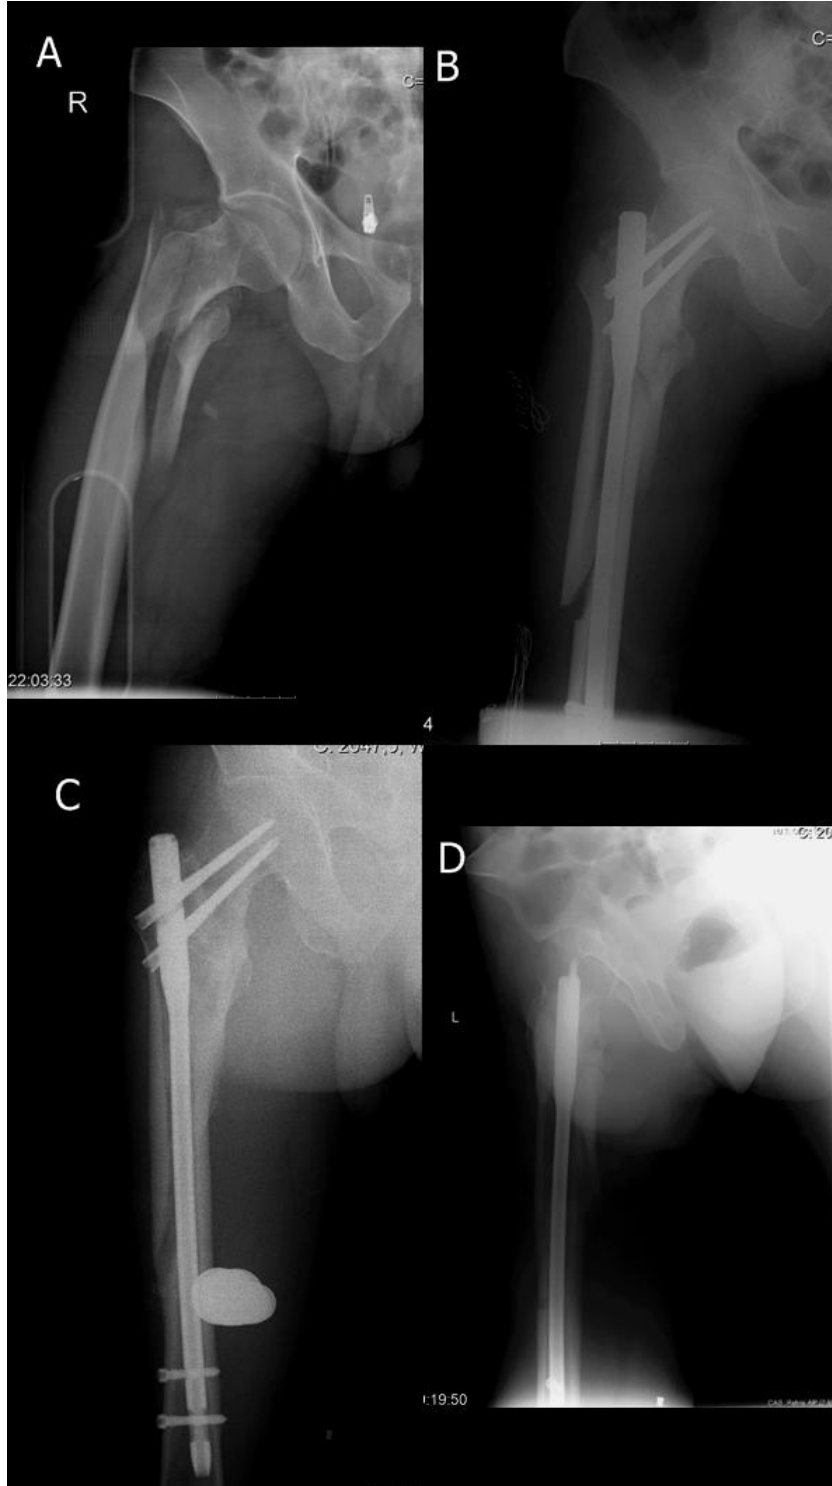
Preop sağ kalça AP röntgen (A), Postop AP Grafi (B), Post Op 1. Yıl AP ve Yan Grafiler (C,D)
